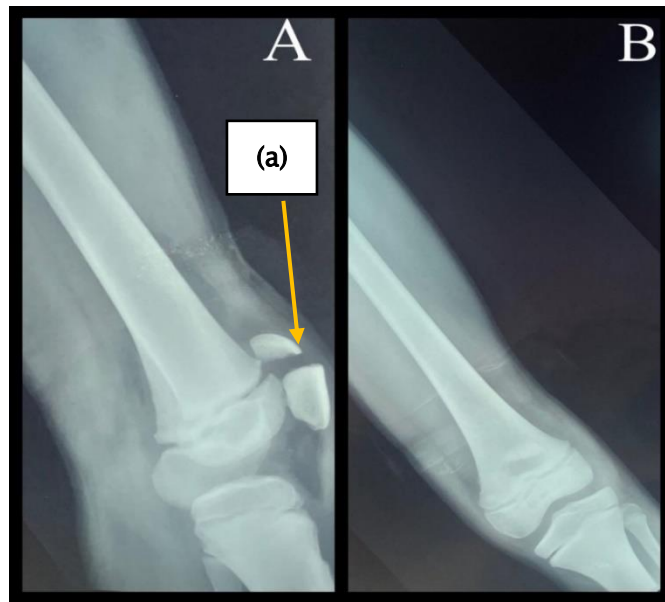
Radiographie du genou de profil A et de face B, montrant une fracture transversale de la patella (a).
